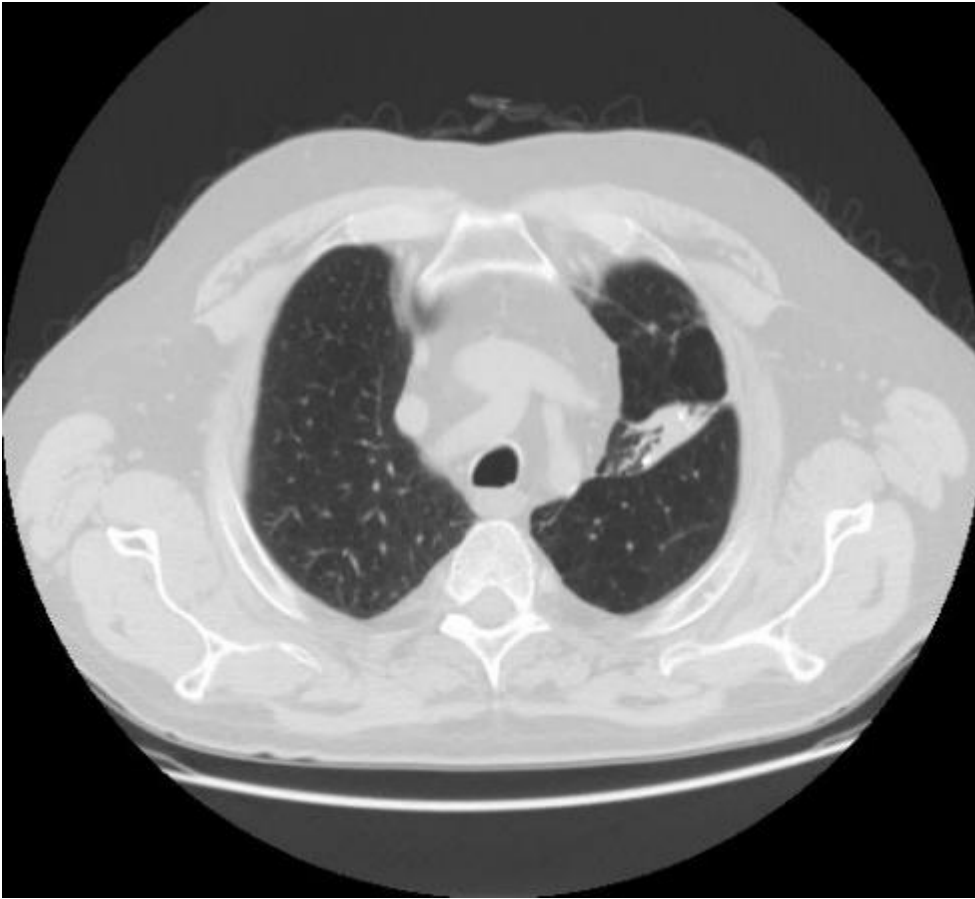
TC torace eseguita durante il ricovero
